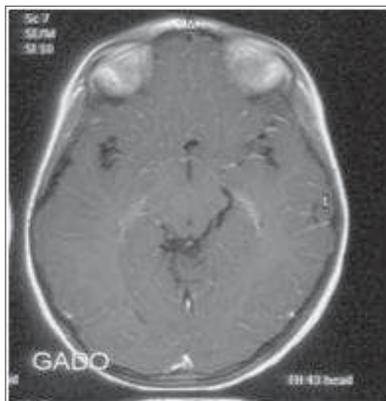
IRM de contrôle à 6 mois : disparition du kyste
